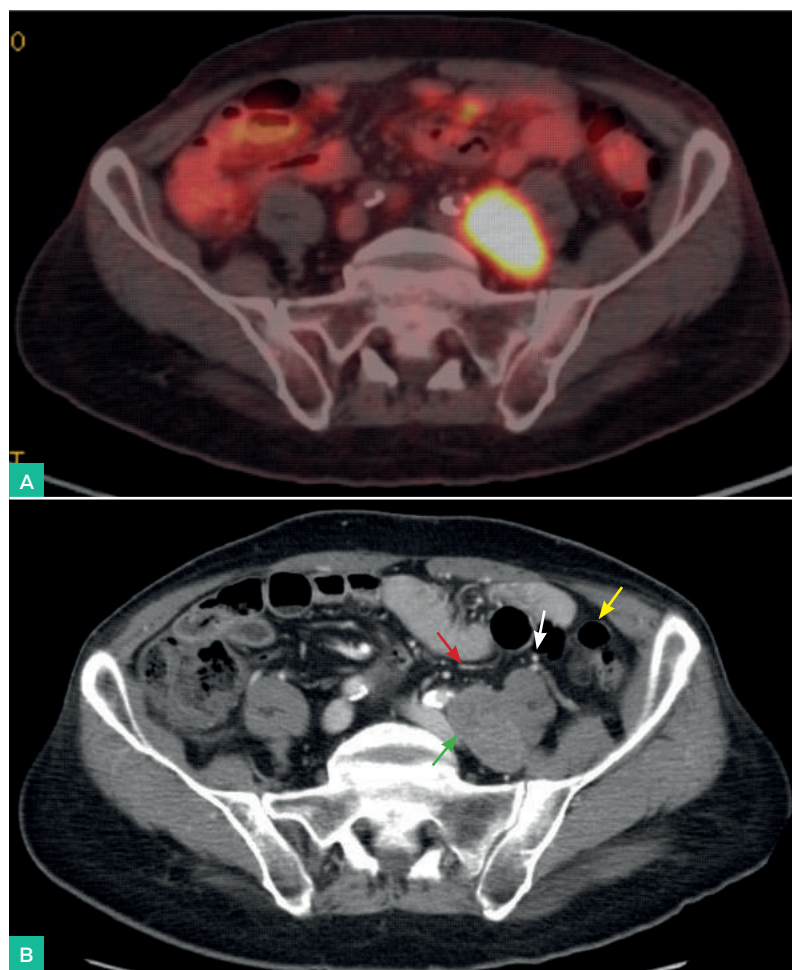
A. PET-TC con FDG. B. TC abdominal con contraste donde se observa la masa retroperitoneal compatible con conglomerado adenopático en cadena iliaca izquierda (flecha verde). Se puede observar que la lesión no es accesible por vía anterior por la interposición del colon descendente (flecha amarilla) y asas de intestino delgado. Uréter (flecha roja) y vasos gonadales (flecha blanca)
